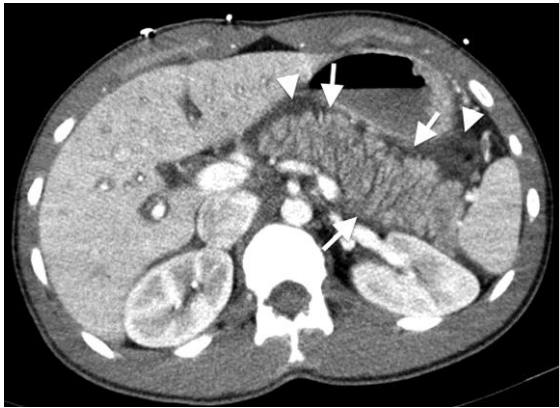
Axial MDCT Images (GE Light Speed Ultra 8 Slice CT, 230 kVp, 3 mm axial slices) of a 20-year-old male with acute SC intoxication at the time of initial presentation. Images shows peripancreatic fluid (arrowheads), multiple linear hypodensities throughout pancreas which had the appearance of prominent pancreatic folds (arrows) and diffuse enlargement of pancreas.
